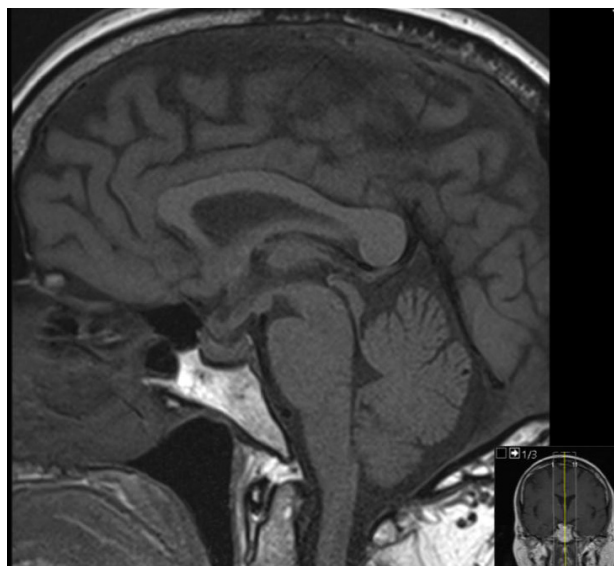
Corte sagital craneal de RM después del tratamiento, donde se observa la resolución de la hemorragia.
